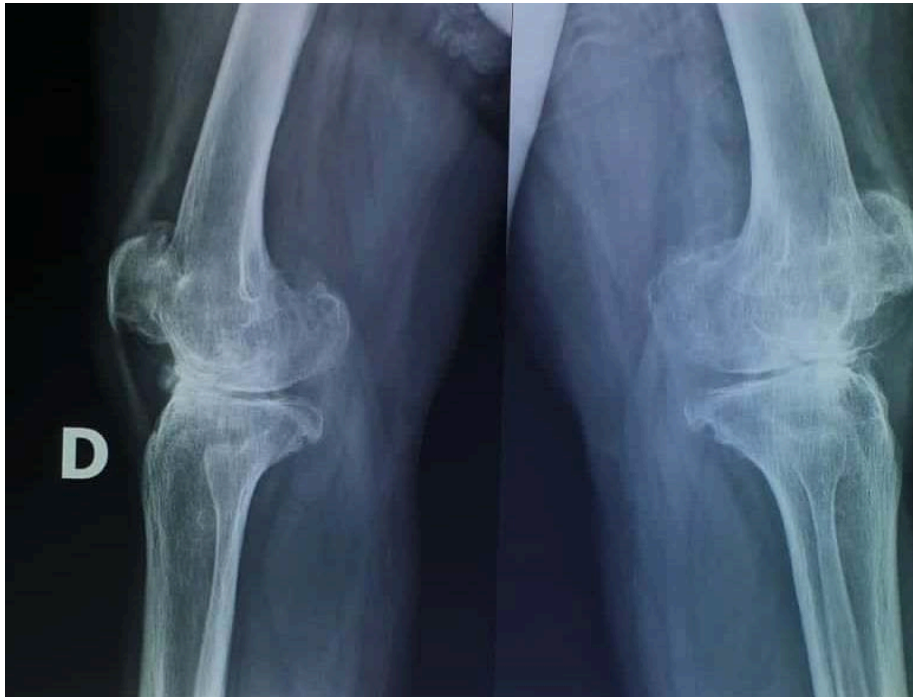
Gonarthrose tricompartmentale stade 4 sur une radiographie de profile des deux genoux.
